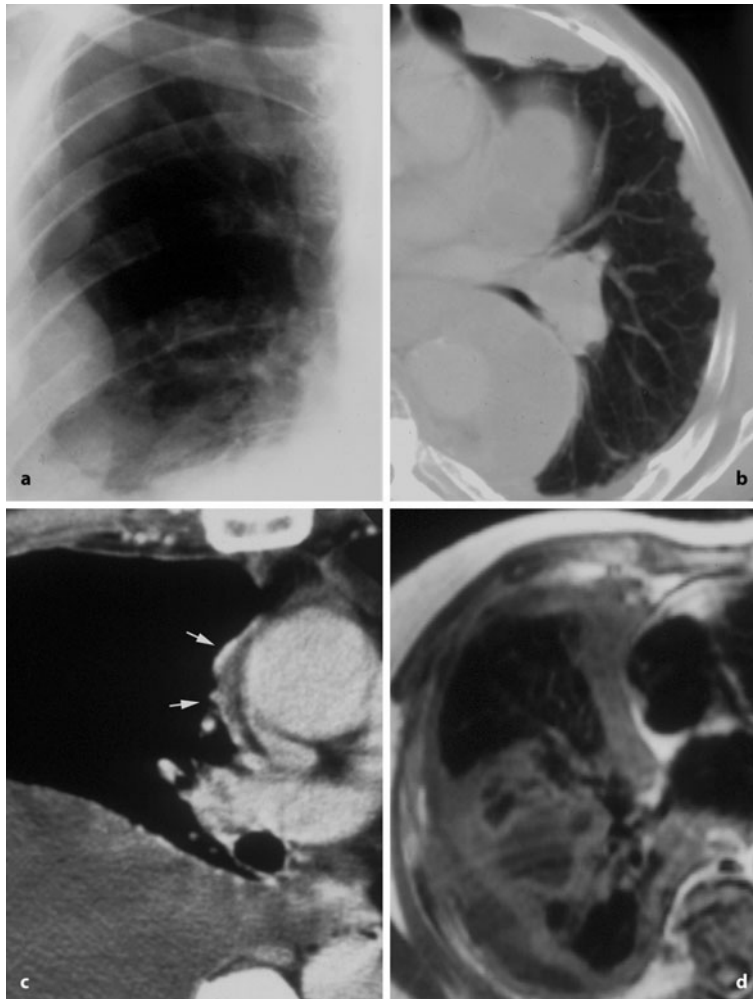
a–d. Malignes Pleuramesotheliom mit typischem Erscheinungsbild. a Ausschnitt p.a.-Thoraxaufnahme, grobknotige pleurale Herde. b CT, klein- und grobknotige Anteile.
